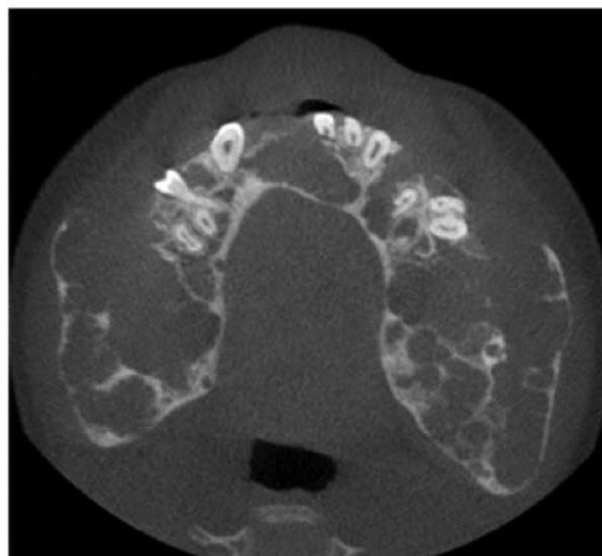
Tomografía axial computarizada en la que se observa expansión bilateral de corticales en mandíbula.
